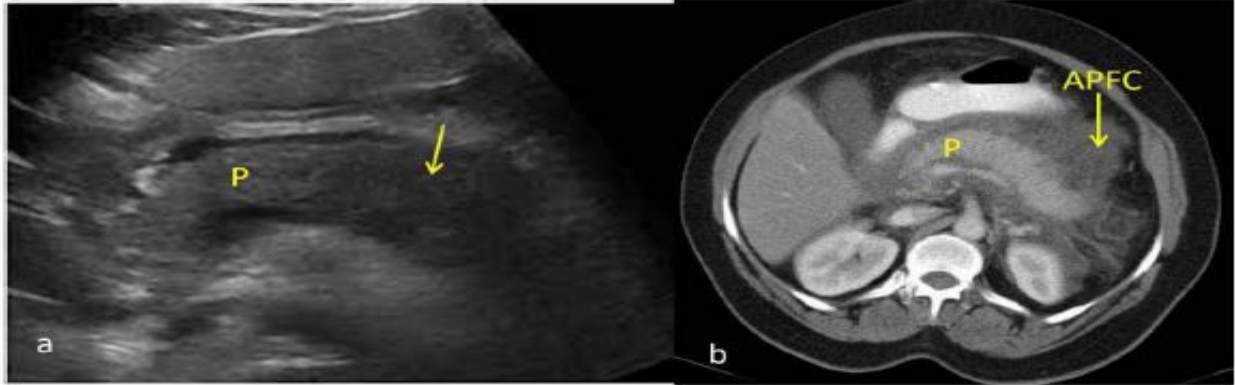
a) USG shows swollen and hypoechoic body (arrow) part as compared to rest of the pancreas (P). CECT shows diffusely hypodense pancreas (P) with surrounding inflammation and APFC (arrow). Findings are suggestive of acute interstitial pancreatitis.
